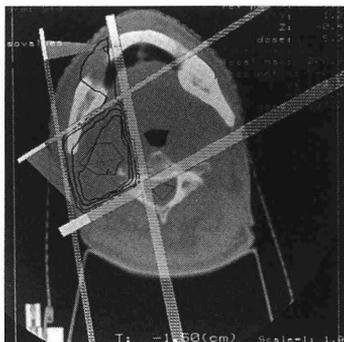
CTシミュレーション 上内深頸リンパ節に4MV X rayを斜入対向2門、1回2Gyの通常分割、計56Gy投入
